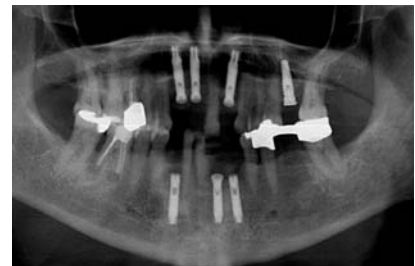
Rekonstruierter Defekt nach Freilegung. – Abb. 2h: Zustand nach Implantation in Regio 12, 11 und 22. – Abb. 2i: Röntgenkontrolle OPG nach Implantationen. Zusätzlich zu Regio 12, 11 und 22 wurden zeitgleich Augmentationen und Implantationen vorgenommen in Regio 26, 32 und 33 (nach Extraktion von 31), 43 sowie eine WSR in Regionen 15 und 46, Defektrekonstruktion ebenfalls mit Cerasorb® M.
